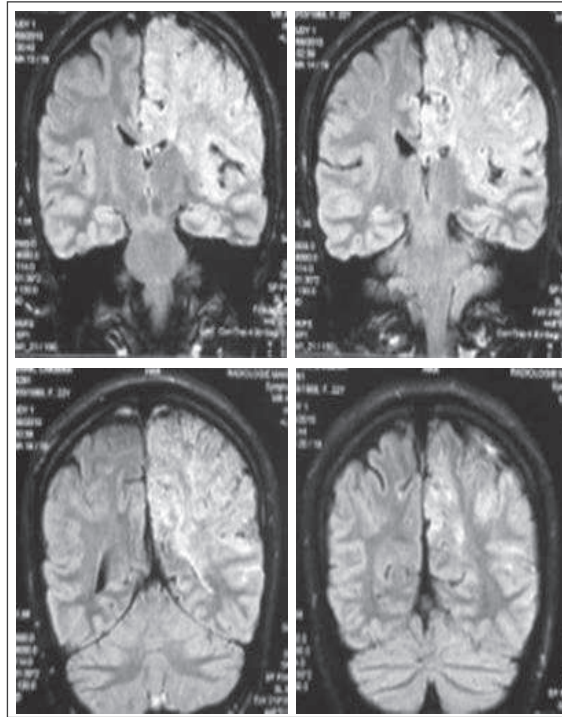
IRM cérébrale avec gadolinium révélant la présence du tissu nerveux entre les espaces vasculaires
